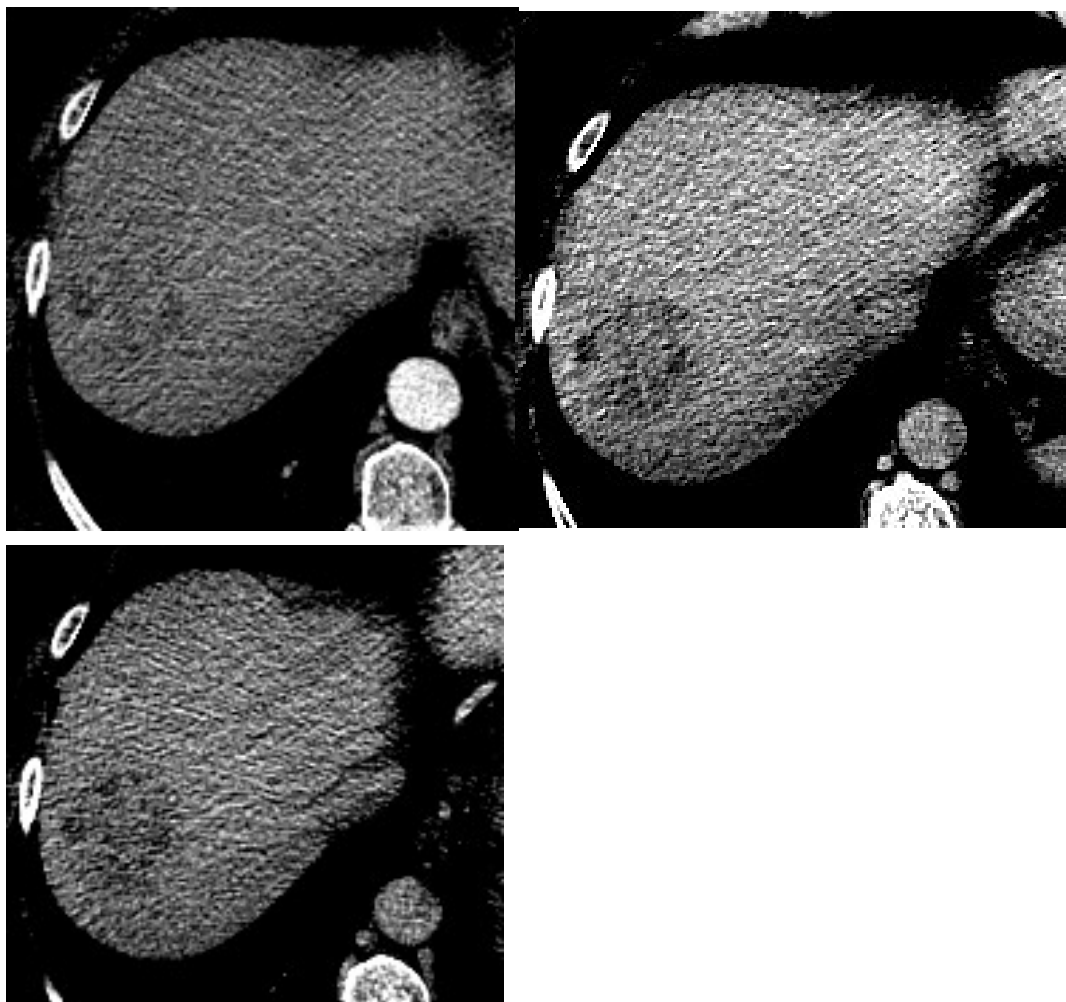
Tomografía multifásica que muestra lesión en segmento VII con comportamiento atípico de hepatocarcinoma probado con estudio histopatológico, no muestra realce en las distintas fases obtenidas
